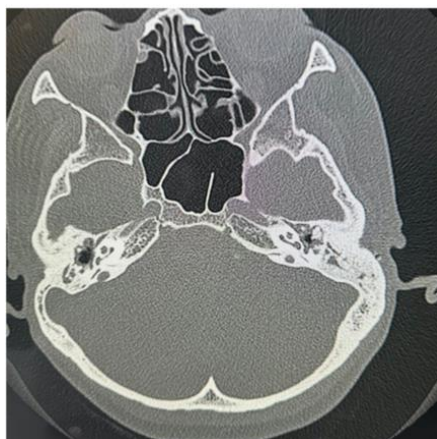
Компьютерная томография височных костей до операции.
